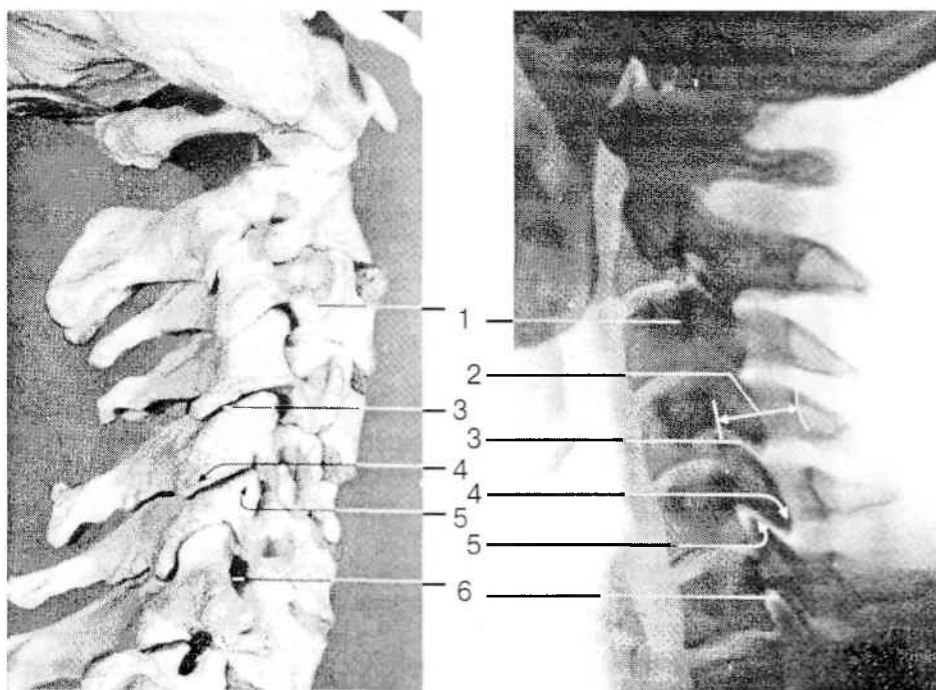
Нормальная рентгеноанатомия позвоночника (по K.Lewit, 1991): 1 — поперечный отросток; 2 — глубина позвоночного канала; 3 — суставная щель; 4 — суставной отросток; 5 — межпозвонковое отверстие.
